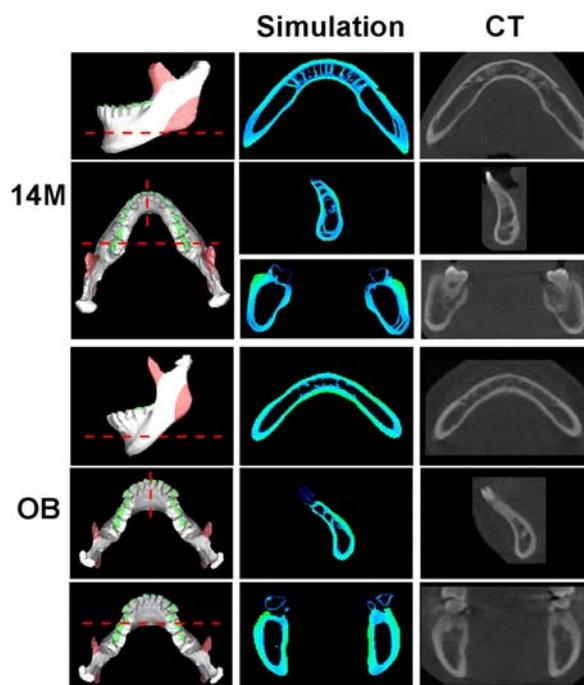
正常例(14M)と咬合異常例(OB)の下顎骨にさまざまな力学条件を与え、その中で最も CT データに近い形状を与えるものを抽出した。赤点線で示した断面形状と応力分布を示す。正常例、異常例どちらにおいても、正確に皮質骨の形状が再現できている。
